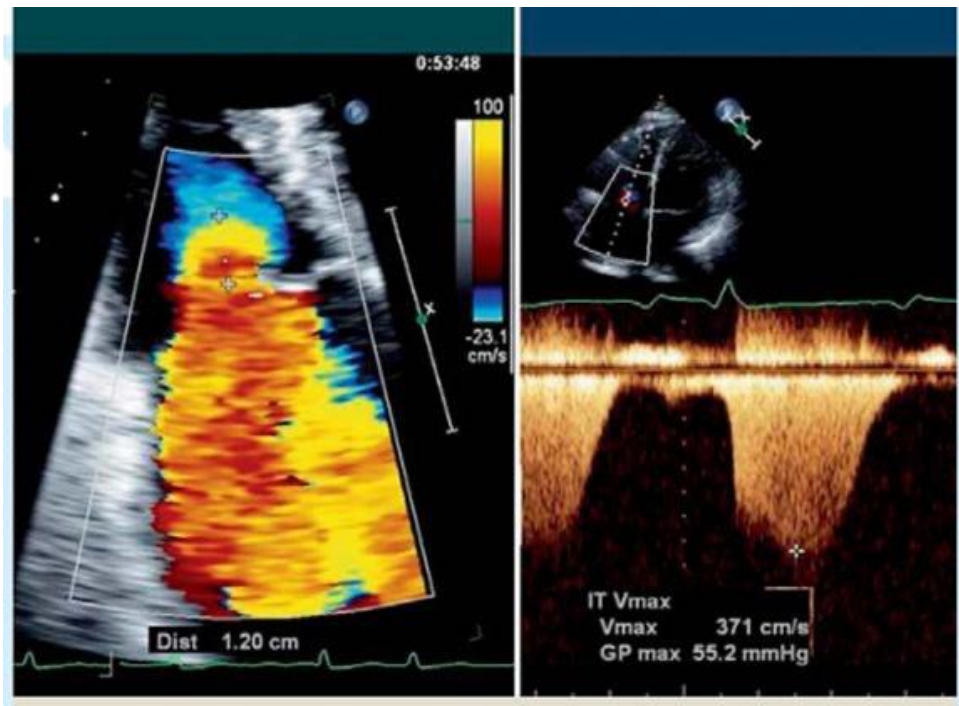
image échographique montrant les mesures de la PISA
